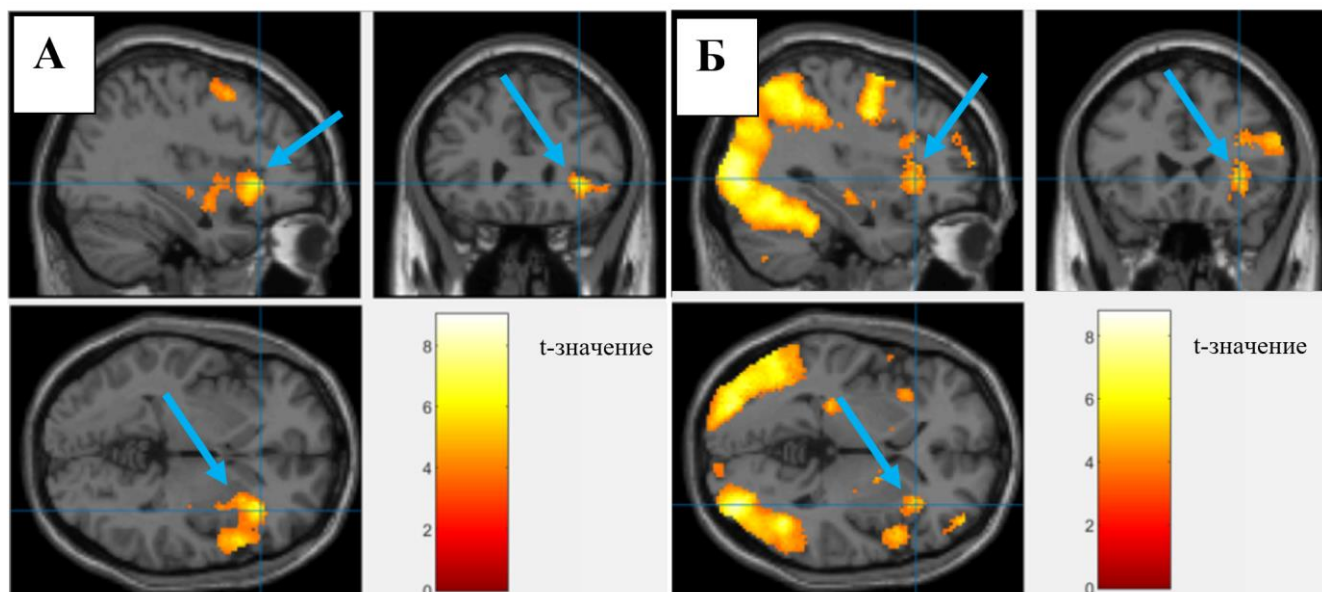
Функциональная МРТ головного мозга, сравнение зон активации в правом островке при стрессовой стимуляции электрическим током. В группе пациентов с ИБС (А) объем зоны активации (обозначен стрелкой) составляет 323 воксела, $P = 0,025$. В группе контроля (Б) область активации также видна (обозначена стрелкой), ее объем – 275 вокселей, выраженность активации не достигает статистически значимого порога, $P = 0,787$. Цветные шкалы обозначают диапазон t-значений при статистическом анализе групповых карт активации
